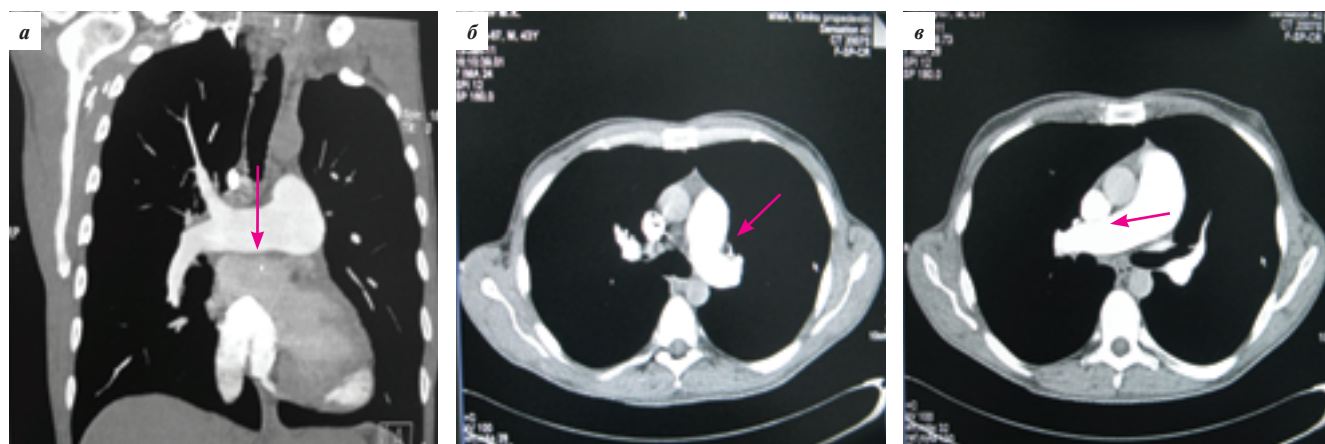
КТ органов грудной клетки с контрастированием: а — легочный ствол расширен до 37 мм; б — ПЛА расширена до 24 мм; в — ЛЛА расширена до 25 мм
